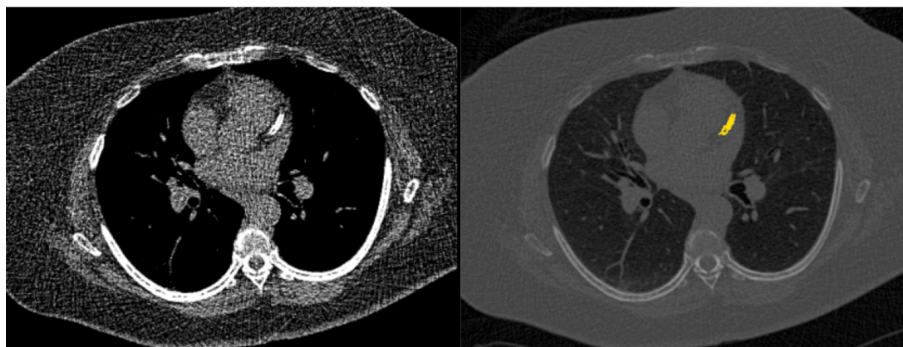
Exemple de faux positif de région calcifiée avec le logiciel 4DMedical CAC. Dans cet exemple, un stent est classé à tort comme une calcification artérielle. L'image TDM d'origine (à gauche) est affichée à côté de la superposition RGB du logiciel 4DMedical CAC (à droite), avec un faux positif montrant le stent comme une région calcifiée (indiquée en jaune).
